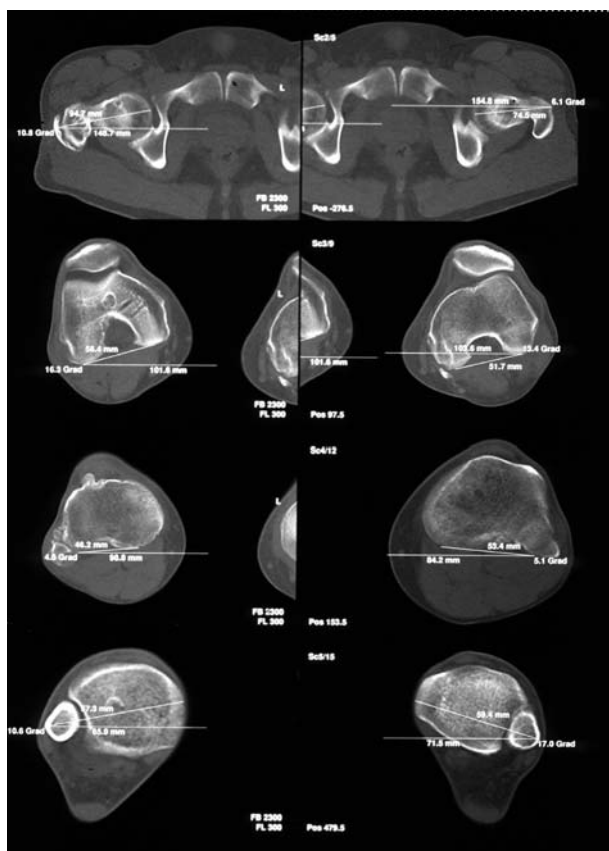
◀ Torsionsmessung mittels CT. Die folgenden Ebenen müssen seitenvergleichend dargestellt und vermessen werden: Schenkelhals, Femurkondylenebenen, Tibiakopf und oberes Sprunggelenk. Entscheidend ist aber die korrekte Wahl der CT-Ebenen und Messlinien
